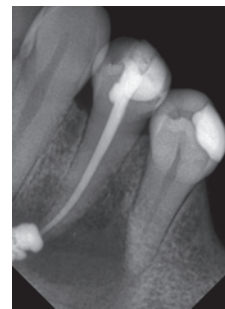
Рентгенконтроль obturации корневого канала зуба 3.4
